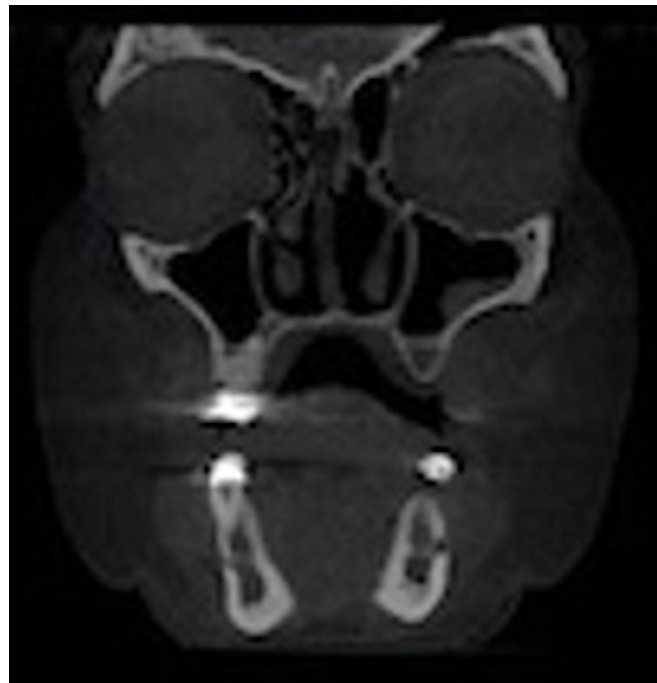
Tomografia computadorizada final – corte coronal.
